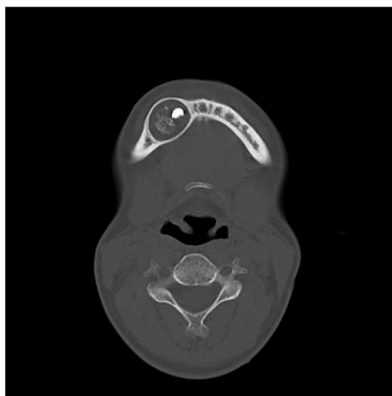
Axial CT view shows cystic lesion with bony expansion and thinning of buccal and lingual cortical bones.
